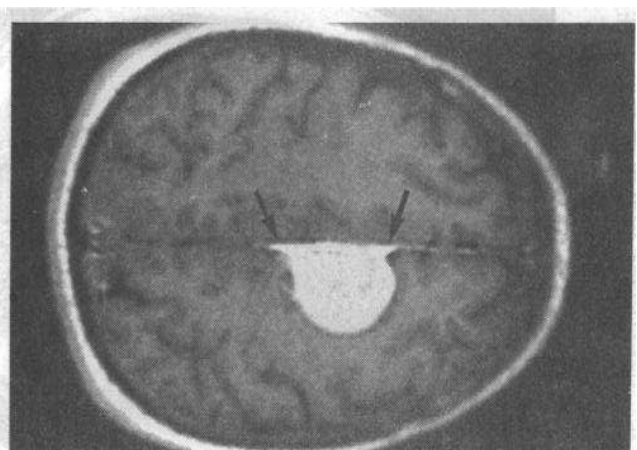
脑膜瘤。增强 MRI 横断面显示病变位于矢状窦旁，基底与大脑镰相贴，病变前后方见小的脑膜尾征(黑箭头)，说明病变起源于大脑镰
